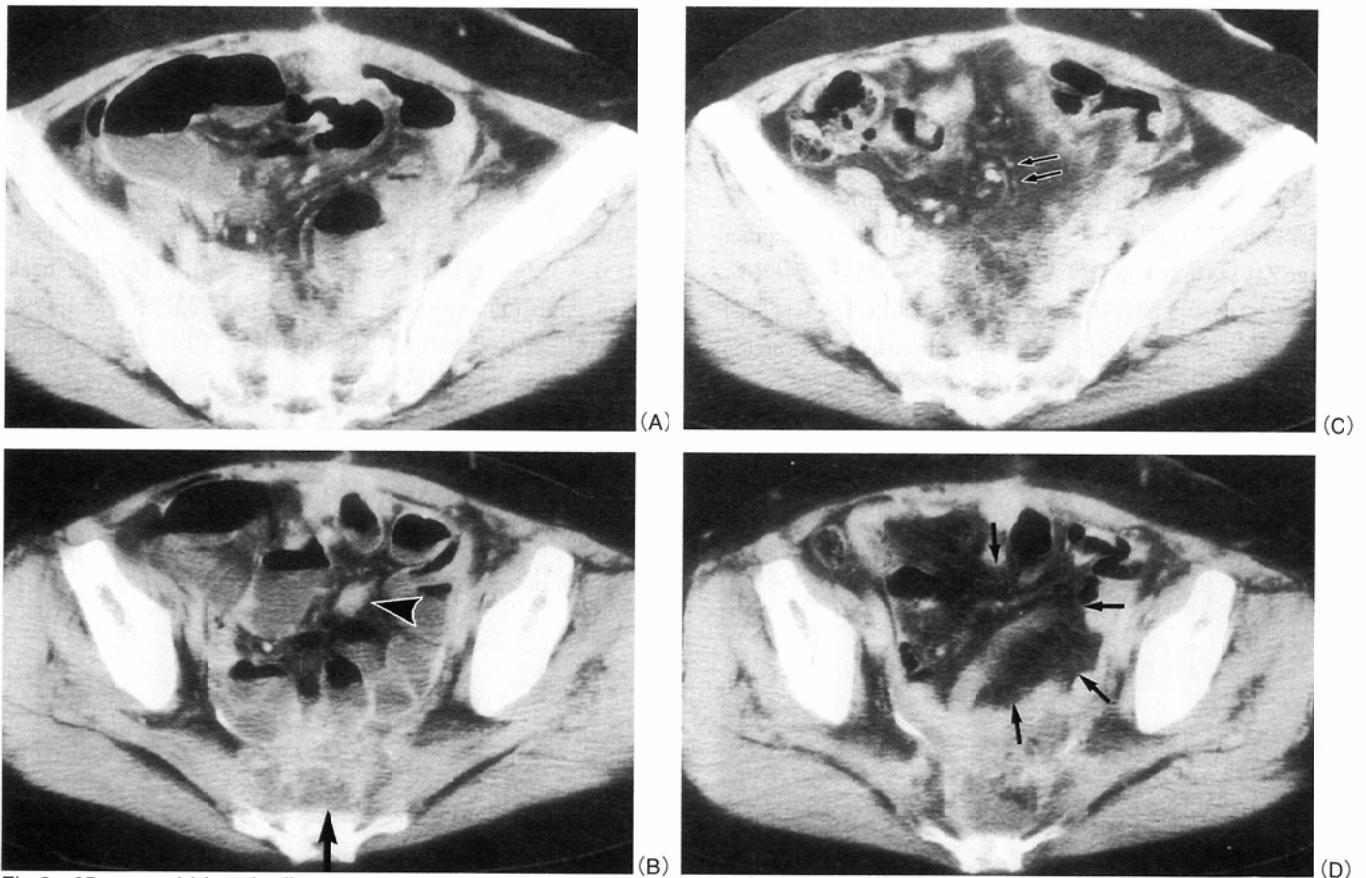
65 years old female diagnosed simple ileus due to tumor recurrence. Post-CT(A, B)shows dilated bowel loops and tumor recurrence in pre-sacral region(→). Caliber change(▲)is also demonstrated. Pre-CT(C, D)examined 5 weeks before post-CT, shows tumor recurrence in pre-sacral region, twisted mesentery(⇨), and radial distribution of the mesentery(→). (A)and(C)is 30mm caudate to(B) and(D), respectively.
